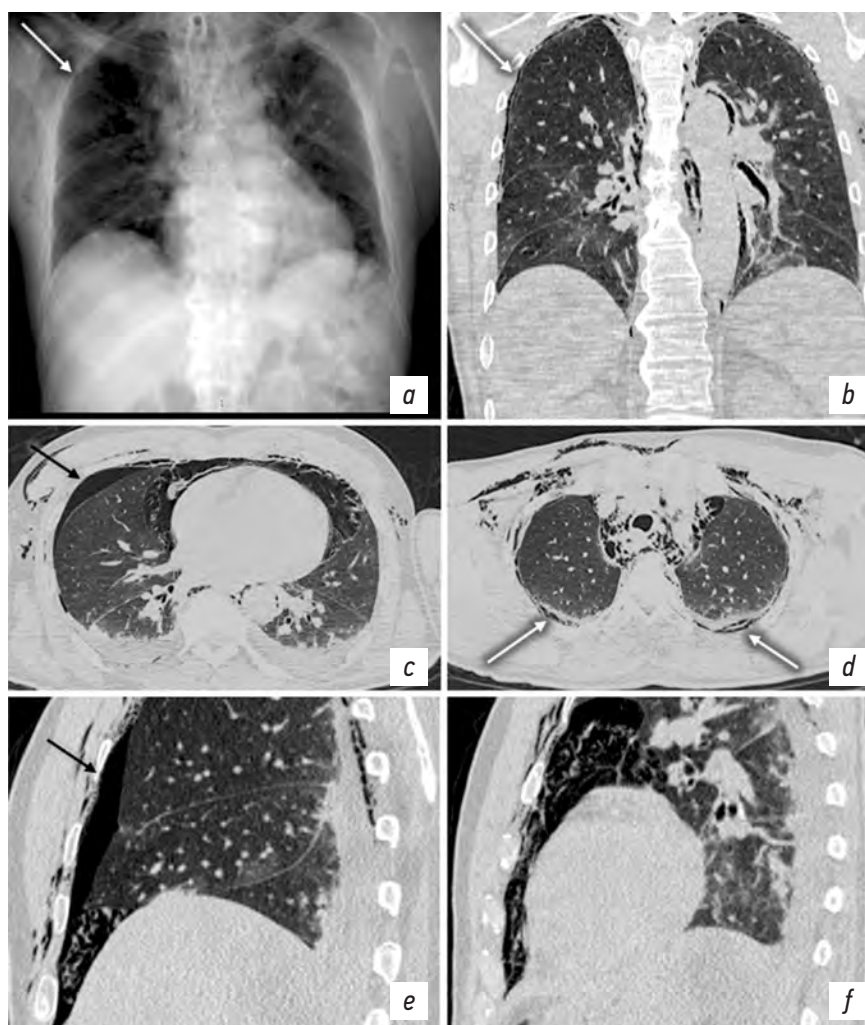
Пациент М. *a* — рентгенограмма органов груди в прямой проекции. КТ органов груди: *b* — фронтальная плоскость; *c, d* — аксиальная плоскость на разных уровнях; *e* — сагиттальная плоскость через правый гемиторакс; *f* — сагиттальная плоскость через левый гемиторакс. Правосторонний пневмоторакс (черные стрелки). Пневмомедиастинум. Эмфизема ЭПП с обеих сторон (белые стрелки).
